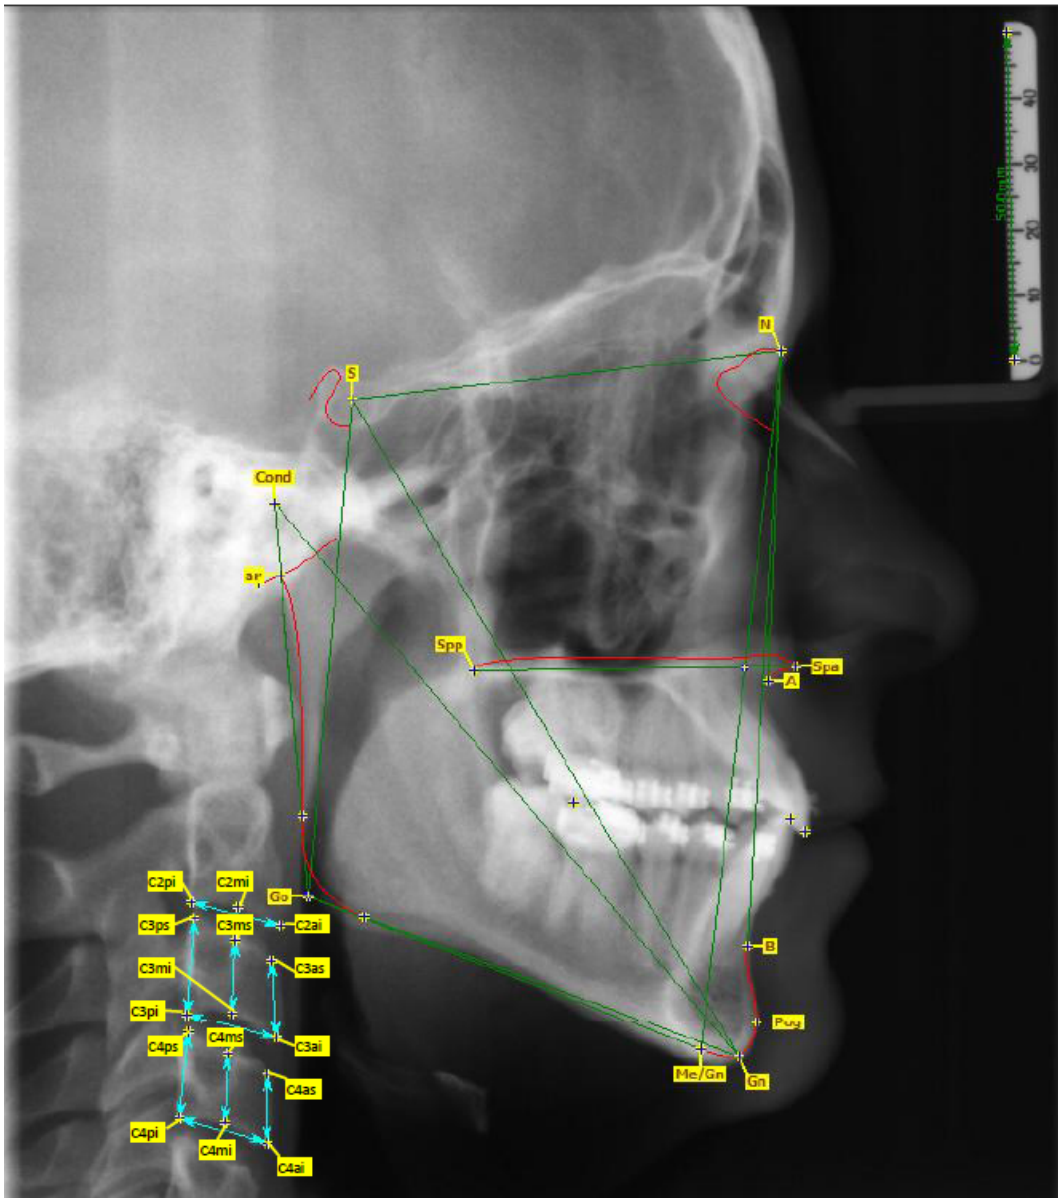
Darstellung einer lateralen Fernröntgenaufnahme mit Abbildung der Referenzpunkte und –linien
